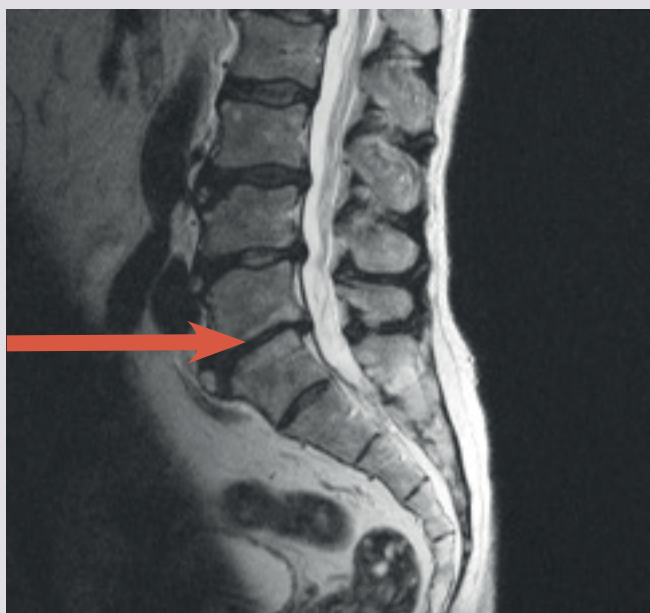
toont de MRI beelden van de lage lumbale wervelkolom met duidelijk zichtbaar het dekplaat oedeem in de L5-S1 regio, type Modic 2(geplaatst met instemming van patiënt).
